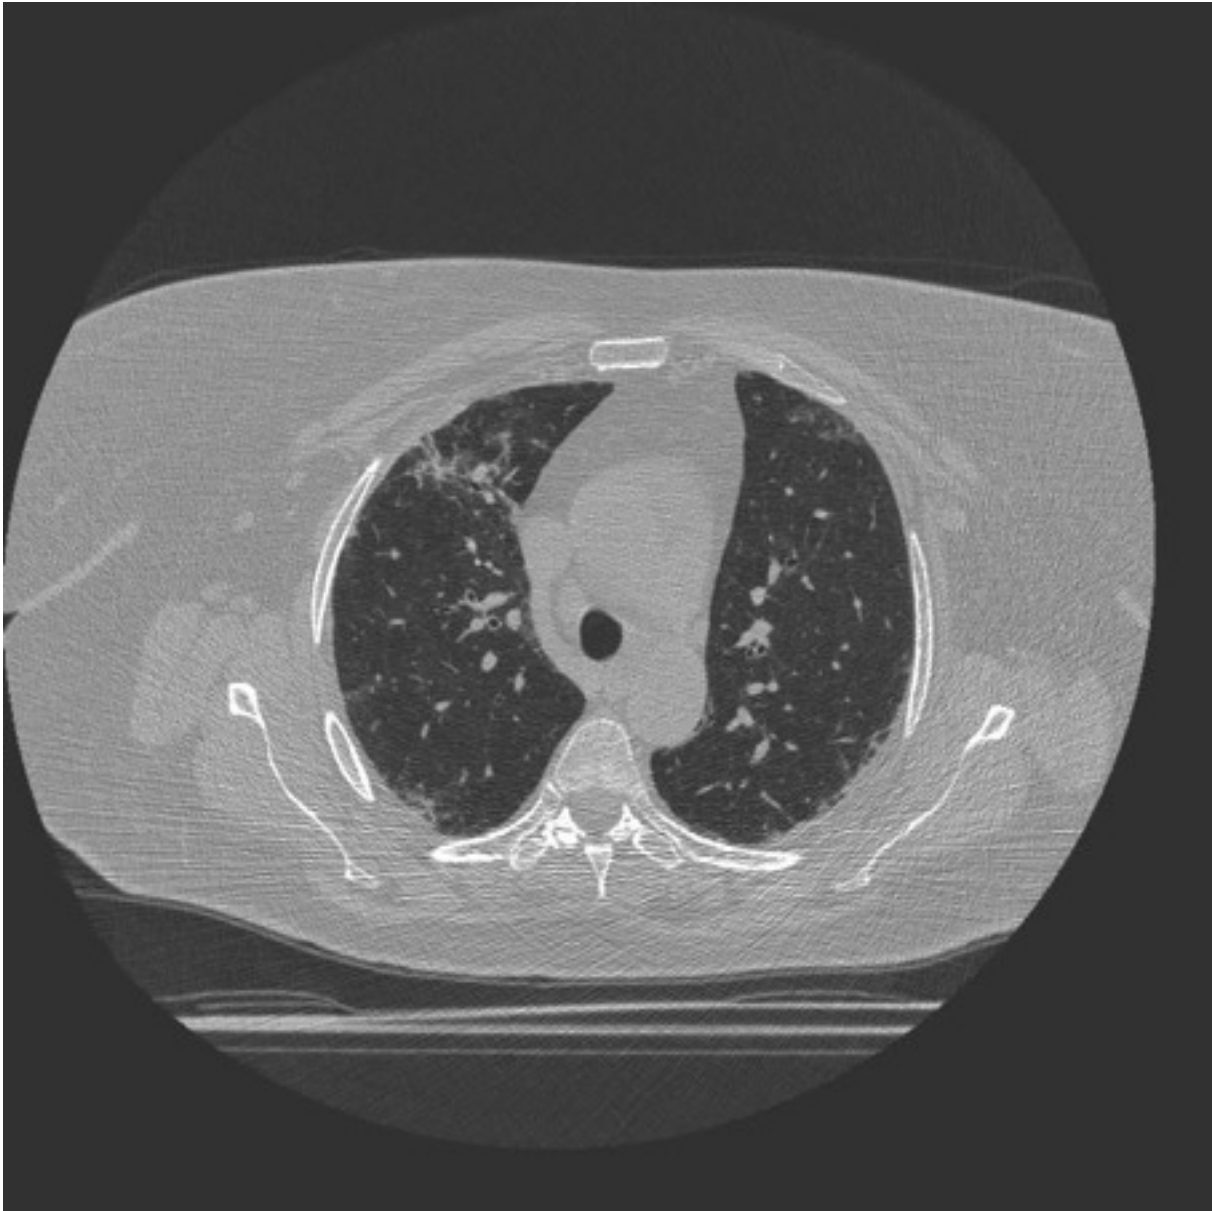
Una scansione HRCT condotta a livello dei lobi superiori mostra aree di attenuazione a densità ground glass.
